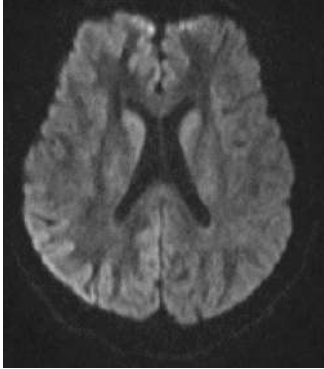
Diffusion-weighted magnetic resonance imaging of the brain showing hyperintensities in the cerebral cortex and bilateral basal ganglia [7].
